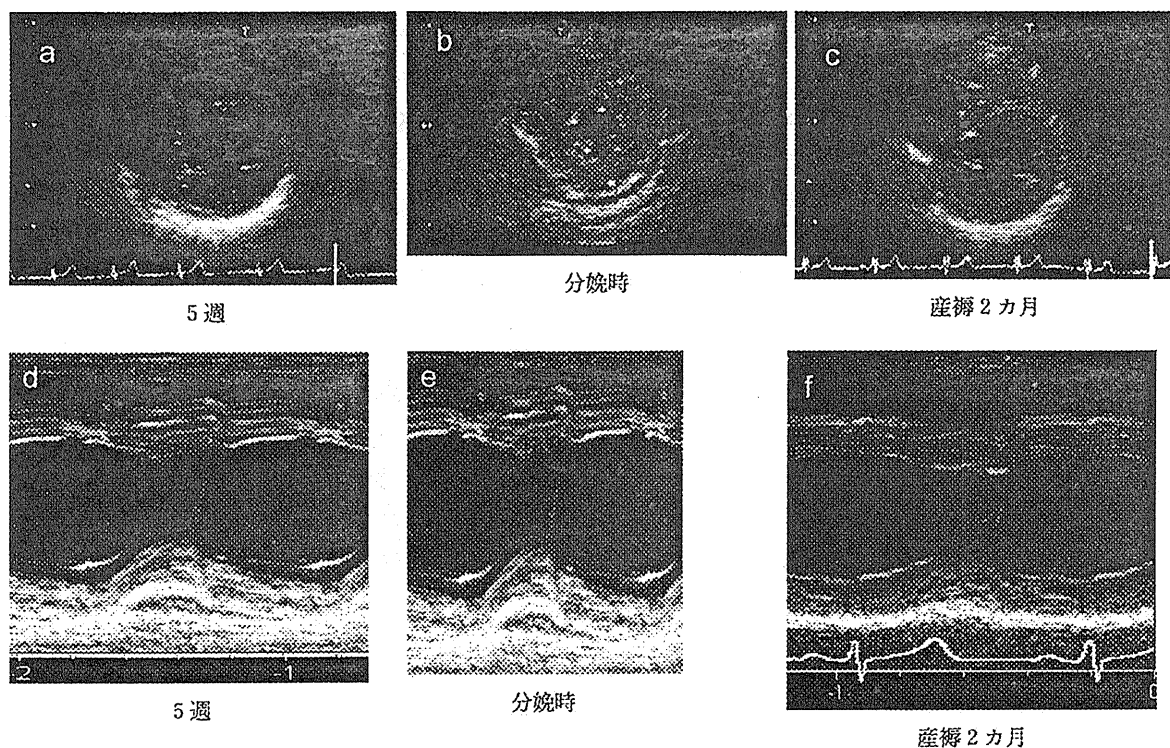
正常妊娠における心エコー上の変化¹⁹⁾
